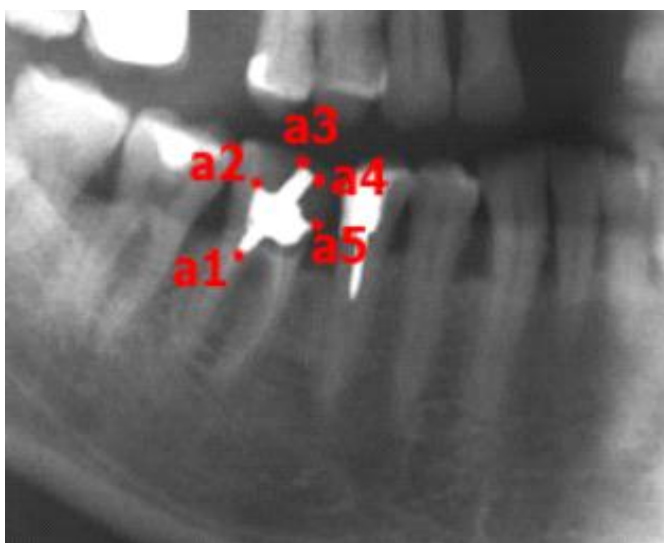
Фрагмент рентгенологічного зображення нижньої щелепи в ділянці 45, 46 зубів
